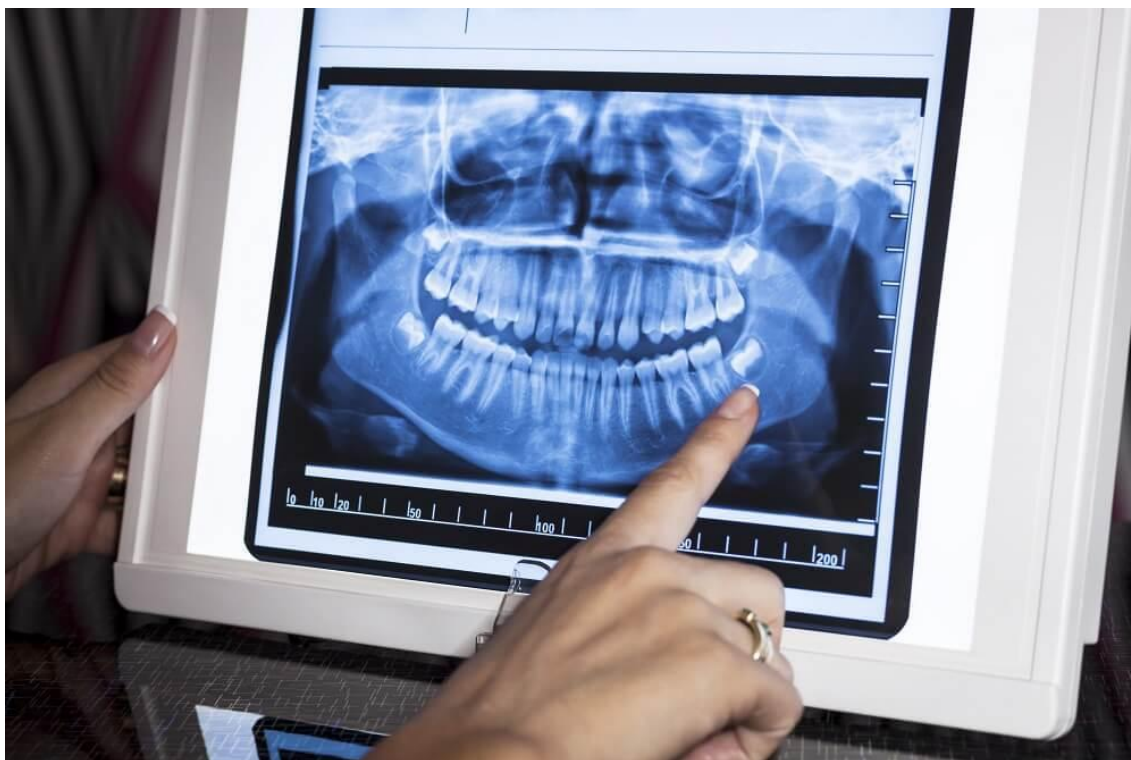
Radiografia digital
